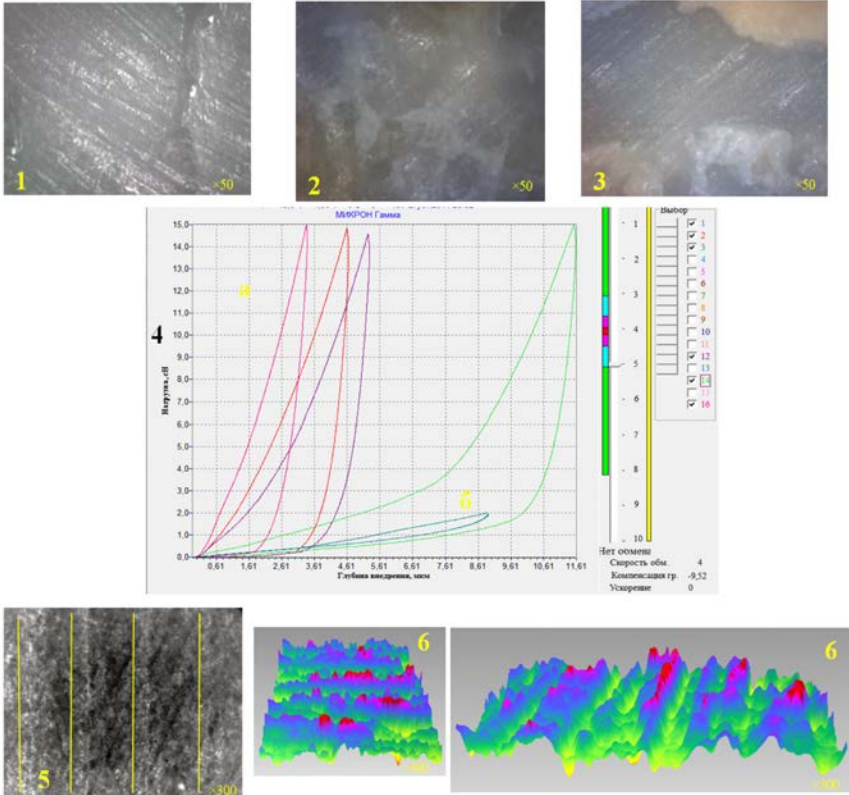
Етап дослідження біомеханічних властивостей біопатів КТ у пацієнтів з метаболічними остеопатіями
